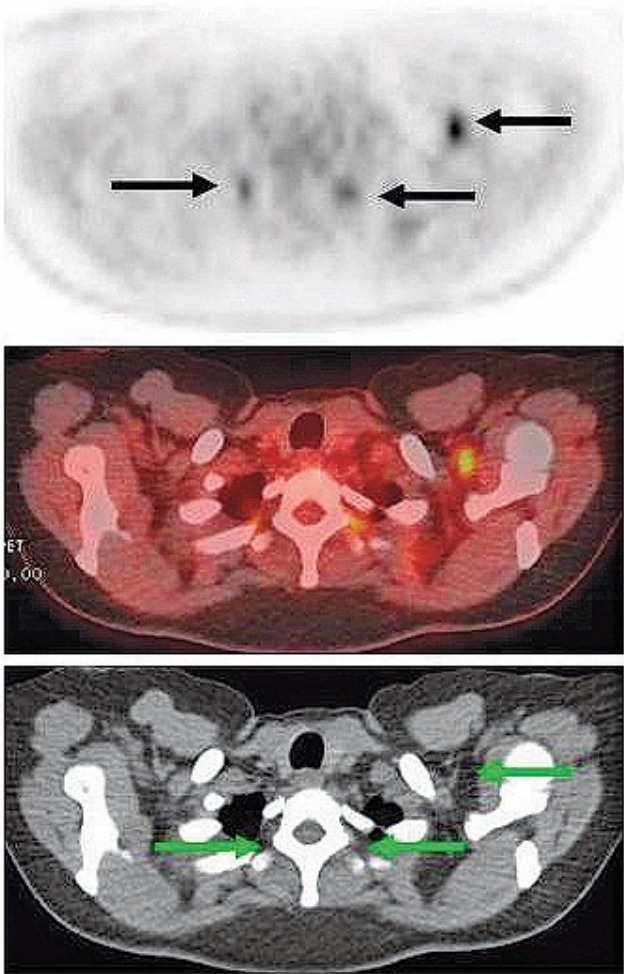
Focos captantes al PET en región supraclavicular izquierda y paravertebral bilateral (flechas) en un paciente con síndrome paraneoplásico. En imágenes de TC y de fusión PET/CT se demuestra la presencia de grasa parda hipermetabólica, sin lesiones neoplásicas en estos cortes.
